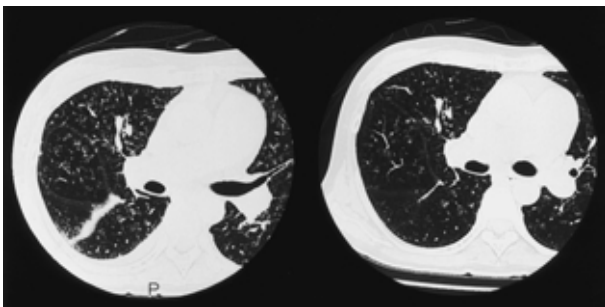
(a) Chest CT scan on admission to our hospital shows thickening of the bronchovascular bundle and centrilobular nodular opacities. (b) Chest CT scan after the administration of diuretics shows the decrease in the centrilobular opacities.
